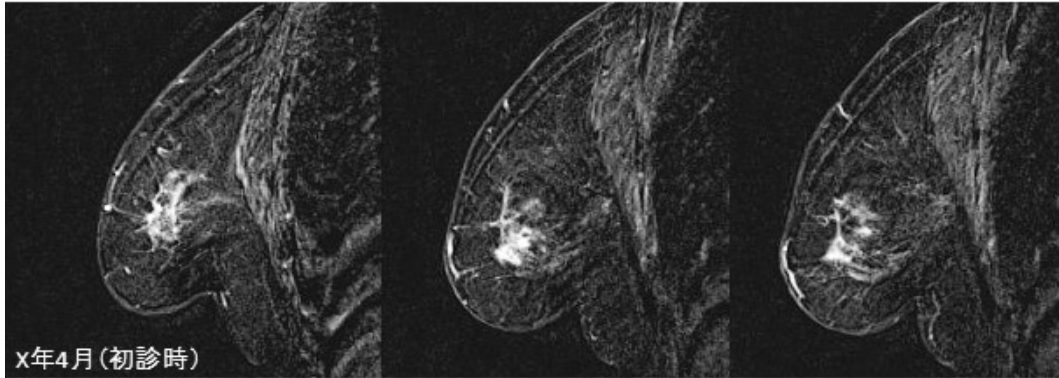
造影MRIの矢状断像：AC領域に区域性の造影効果があり，構築の乱れを伴っている。
